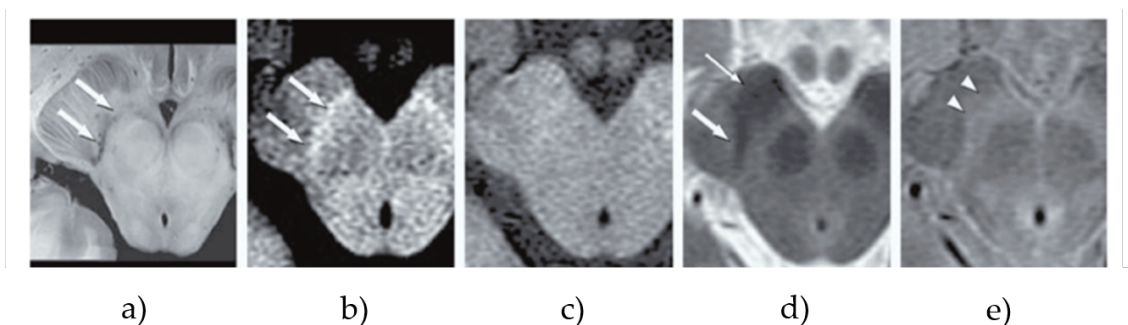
IRM com técnicas de RM sensíveis à neuromelanina e técnicas convencionais da SN e LC. a) espécime macroscópica. b) IRM sensível à neuromelanina. c) Imagem ponderada em T1. d) Imagem ponderada em T2. e) Imagem ponderada em DnP. Nas imagens sensíveis à neuromelanina são observadas zonas de hiperintensidade na localização correspondente à SN (a,b; setas). Na imagem ponderada em T2 as regiões da SN (d; seta grande) e as fibras pedunculares (d; seta pequena) aparecem com baixa intensidade. Na imagem DnP a região da SN aparece como sinal da substância cinzenta (e; cabeça de seta) (adaptado de [37]).
